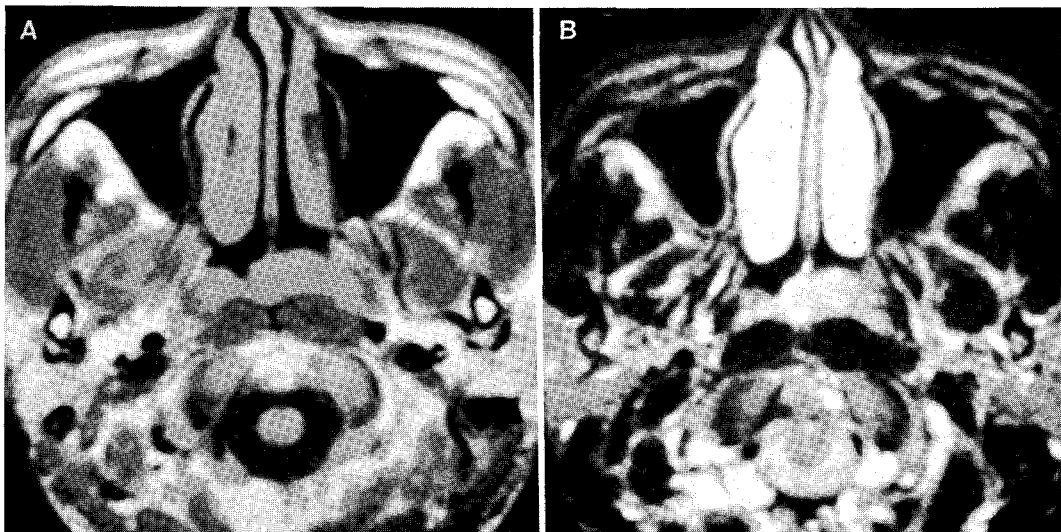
MR images of early nasopharynx cancer. T1-(a) and T2-weighted(b) axial images show a small soft tissue mass of the left nasopharynx with slightly higher signal intensities than adjacent muscles. The lesion is confined to the mucosal space of the nasopharynx and adjacent muscle planes are preserved.
